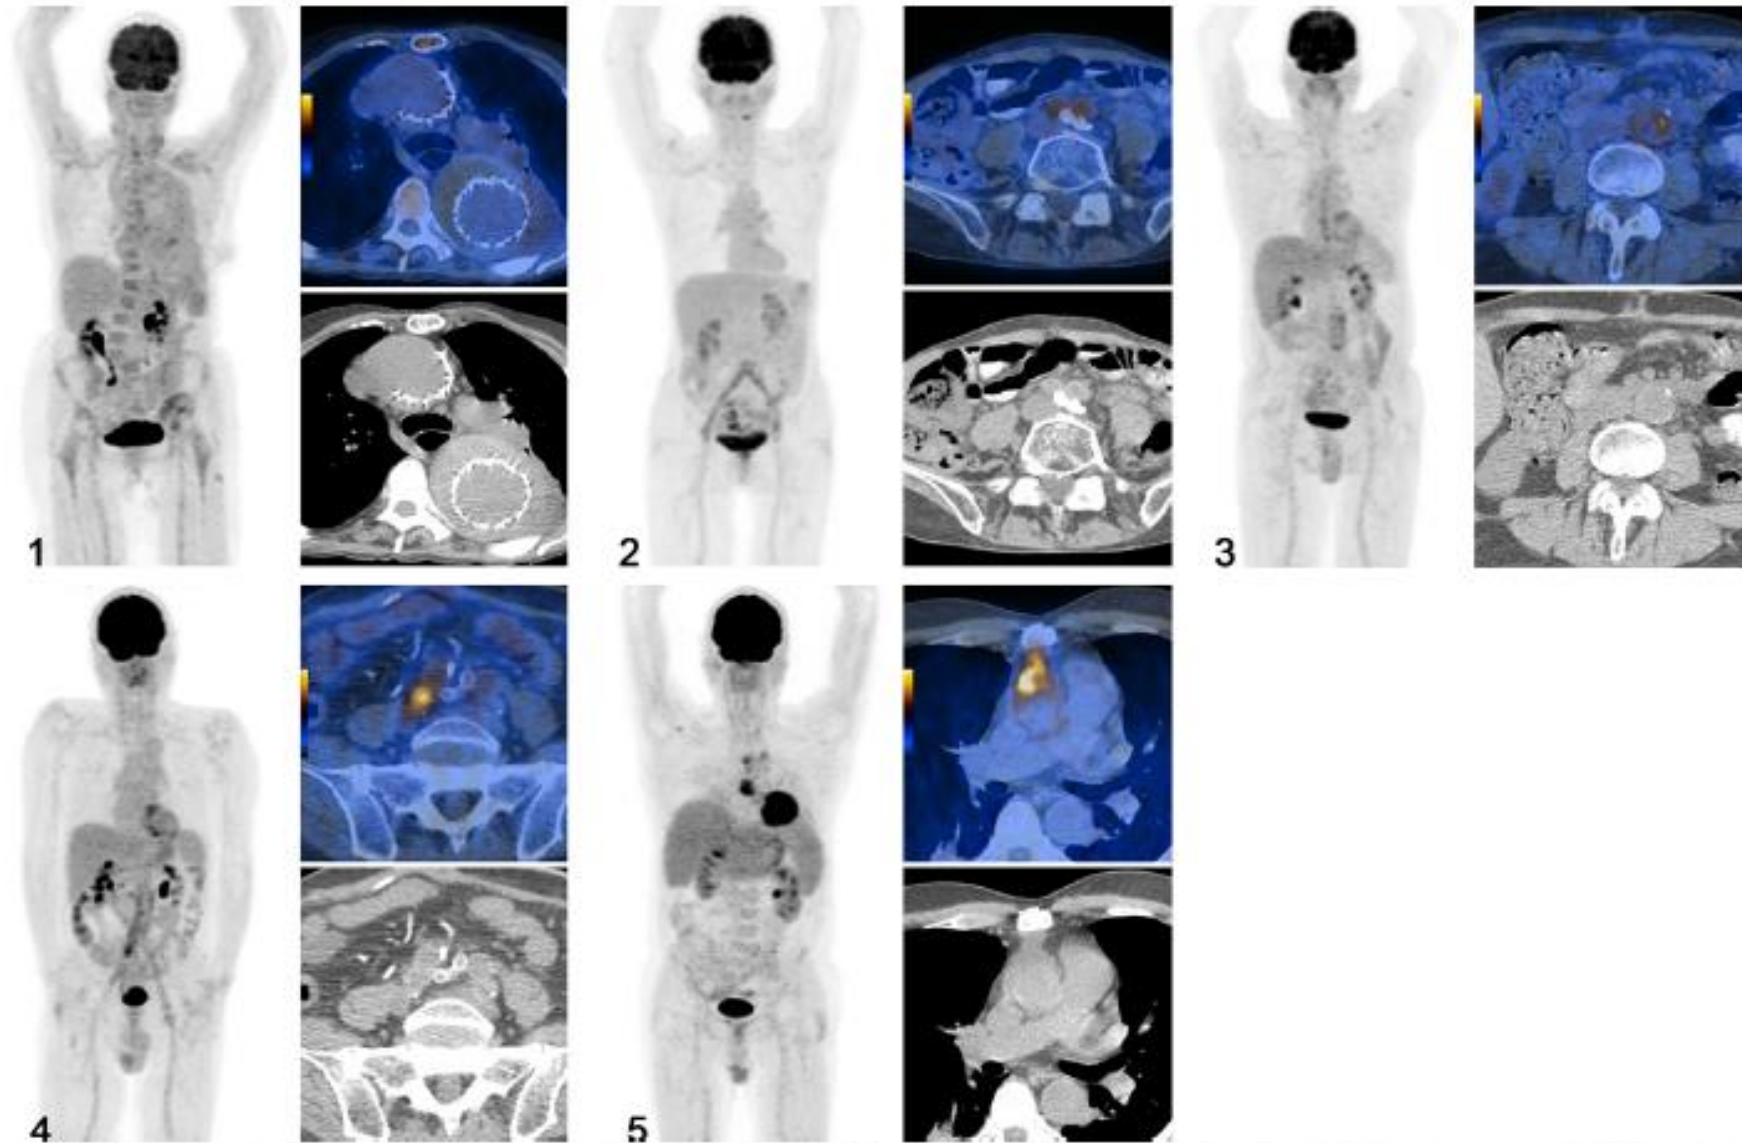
Five point visual grading score for prosthetic vascular graft infection. Five point visual grading score: grade 1, background activity (top left panel); grade 2, mildly increased, but diffuse FDG-uptake along the graft (top right panel); grade 3, focal, but only mild FDG-uptake or strong diffuse FDG-uptake along the graft (below, left panel); grade 4, focal and intense FDG-uptake (\pm diffuse FDG-uptake along the graft) (below, panel in the middle); grade 5, focal and intense FDG-uptake plus fluid collections/abscess formation (below right panel).
